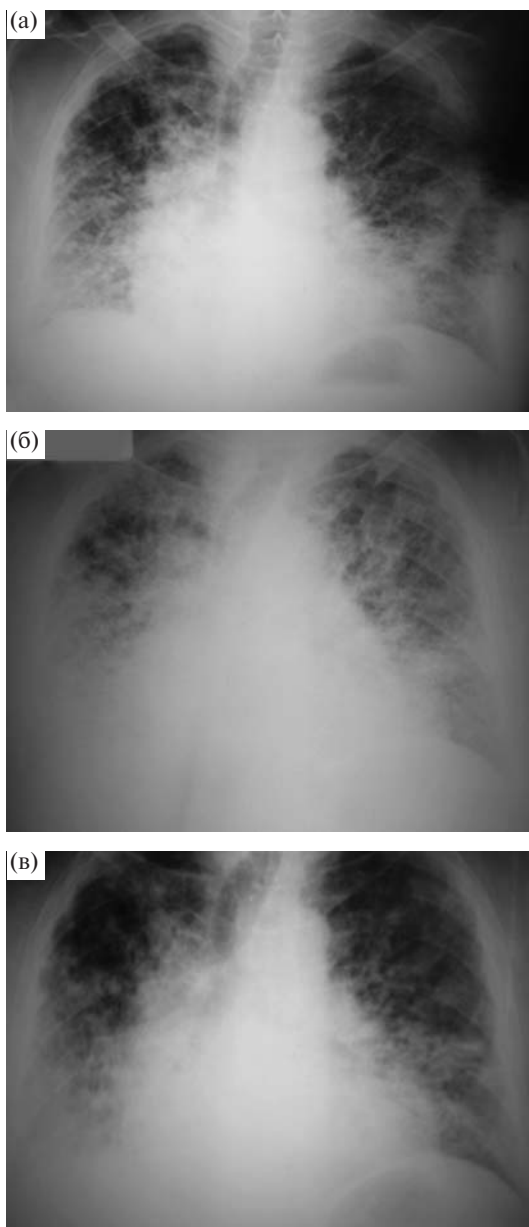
Рентгенограммы грудной клетки пациента С.: а — при поступлении в стационар; б — на момент развития НП; в — после терапии.
